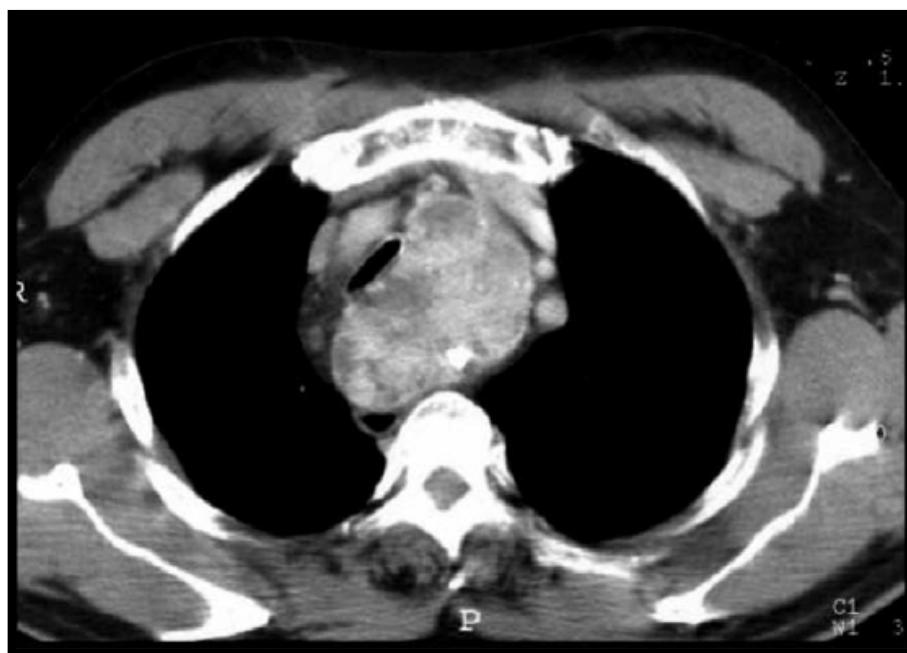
TDM cervico-thoracique en coupe axiale : goitre plongeant à développement postérieur arrivant au contact du corps vertébral déviant la trachée à droite et refoulant l'œsophage en arrière (iconographie du service)
